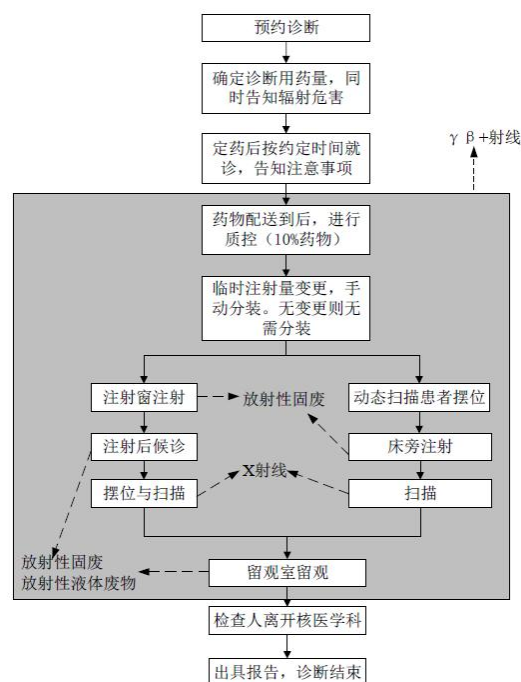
PET/CT 诊断工作流程及产污环节
